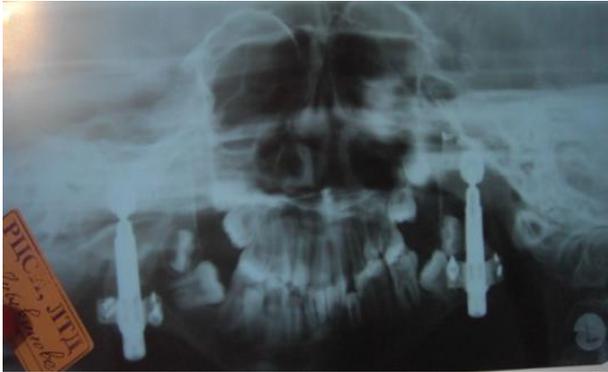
Ребенок Л. На панорамной рентгенограмме сделанной через 3 месяца после операции определяется удовлетворительное положение и фиксация эндопротеза.
